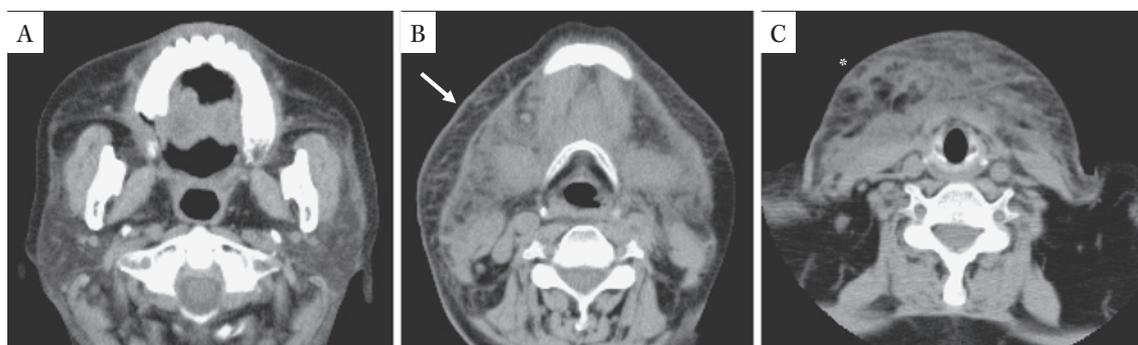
CT 画像所見 (A: 上～中咽頭レベル, B: 舌骨レベル (矢印; 脂肪組織の肥厚と濃度上昇), C: 甲状腺レベル (*: 自潰部相当部))
